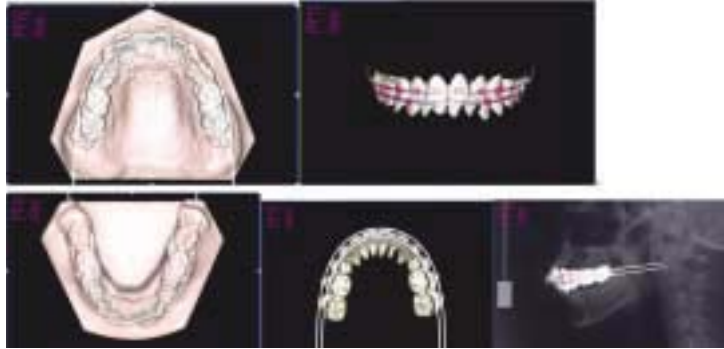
가상 치료계획 전후의 중첩 결과. 좌측 상단 그림은 가상 set-up 전후 교합면의 중첩소견이다. 분홍색이 set-up 전, 흰색이 set-up 후 치아 배열이며 set-up 후 치아와 bracket 은 상단 우측 그림이다. 하단은 방사선사진과 가상 set-up 후 3차원 이미지가 중첩된 모습이다. 가상 치아나 가상 bracket을 선택하면 이미지의 좌측 상단(질은 분홍색 글씨)에서 각도와 거리의 변화를 실시간으로 확인 할 수 있다.
